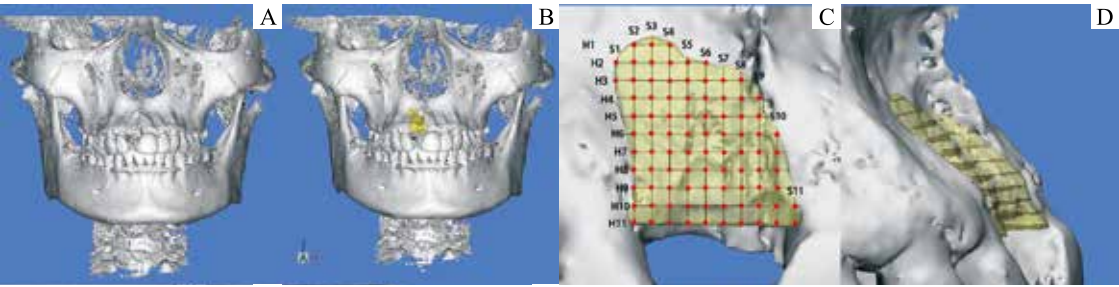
基于CBCT数据重建的T0和T1植骨区三维重建模型
